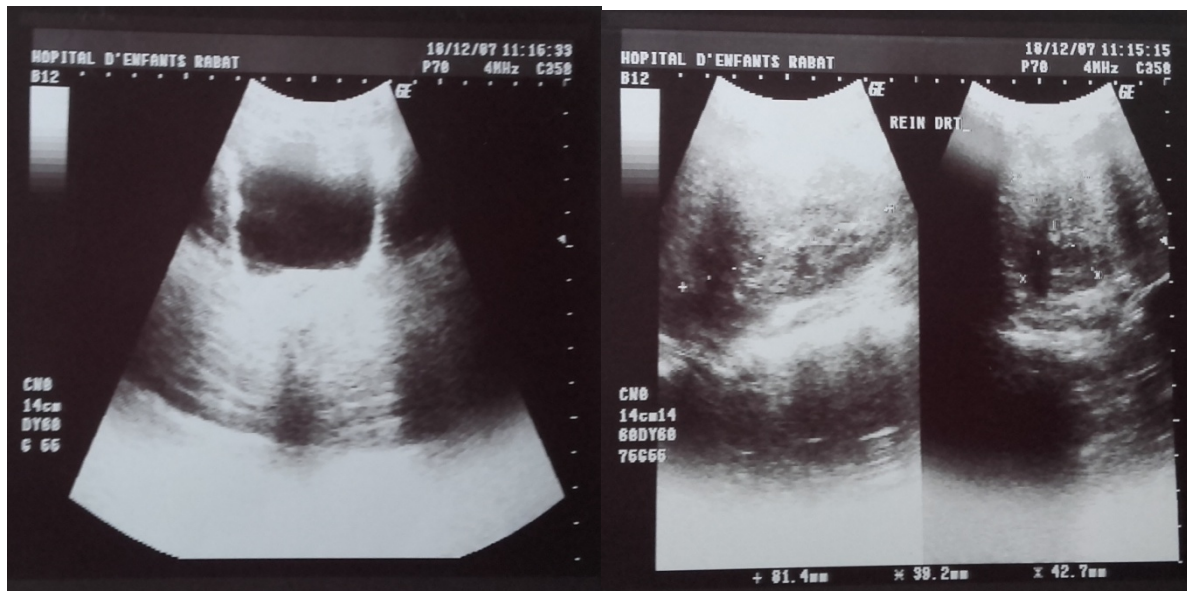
des images échographiques montrant l'urétérohydronéphrose gauche laminant le parenchyme qu'est nul et un syndrome de la jonction pyélo-urétérale associé à un mégauvrière gauche.
